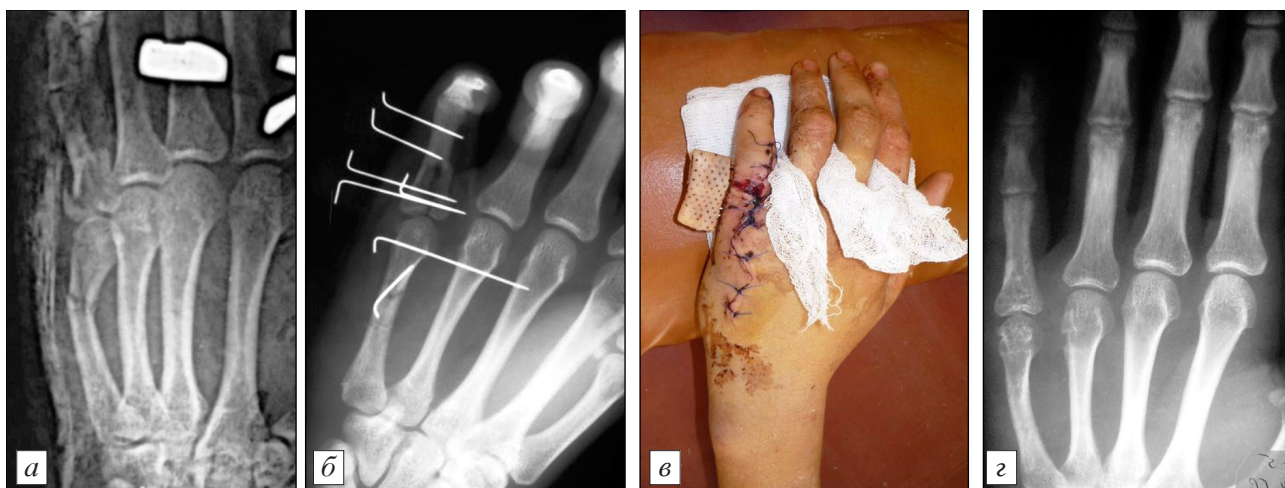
Рентгенограммы кисти больного К., 25 лет.
